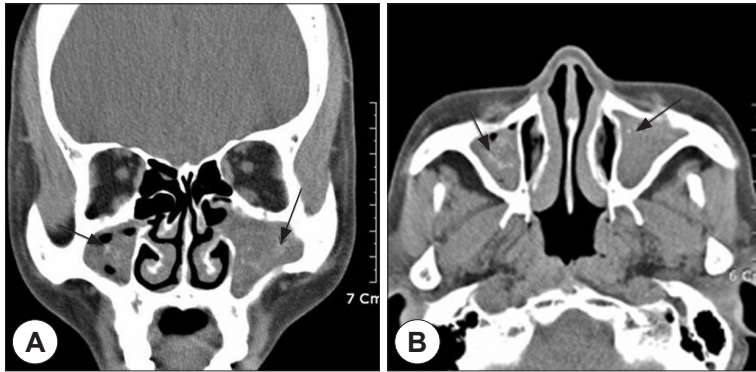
Preoperative CT scan: Coronal (A) and Axial (B) CT scan show a soft tissue density (arrow) in both maxillary sinuses.
